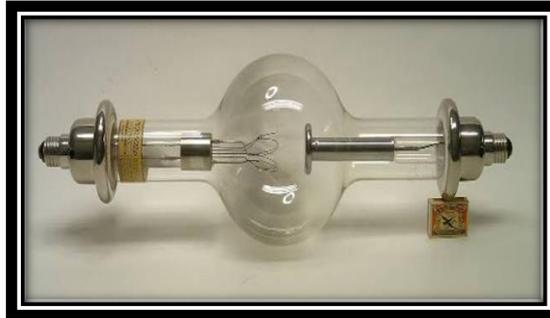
Tubo de vacío de Roentgen antiguo.¹¹
